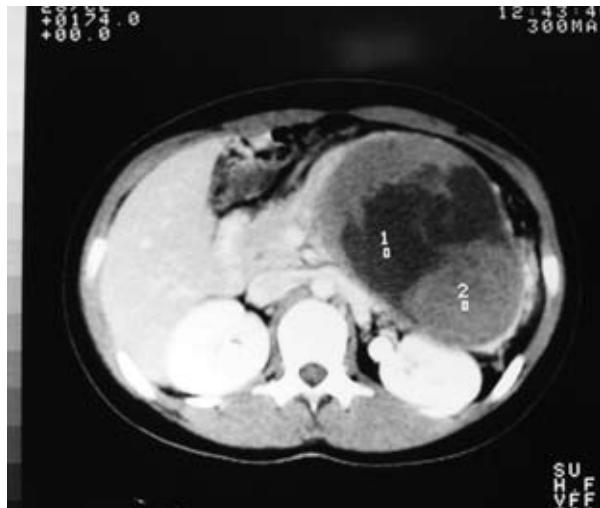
La tomografía axial de abdomen mostró una masa con hiperdensidad heterogénea en el cuadrante superior izquierdo.
